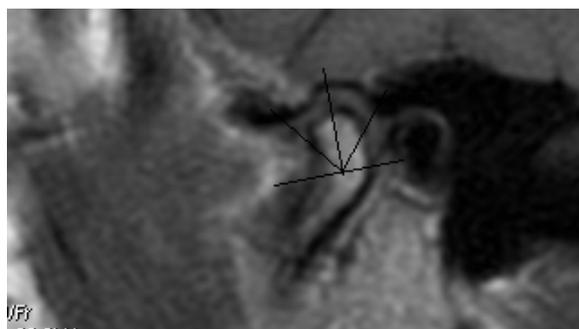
Магнитно-резонансная томография ВНЧС пациента с полным отсутствием зубов со снижением высоты нижнего отдела лица
